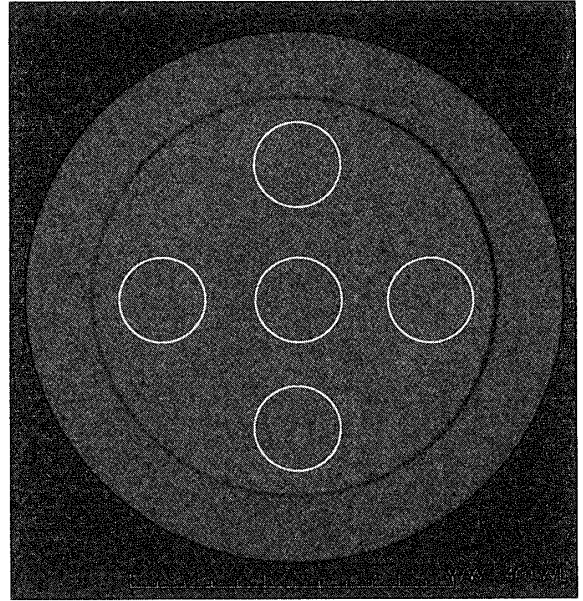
A uniformity phantom was scanned three times with axial and helical scanning. The CT values were measured in 5 user-defined regions of interest (ROIs). The reproducibility of CT values was then evaluated.
